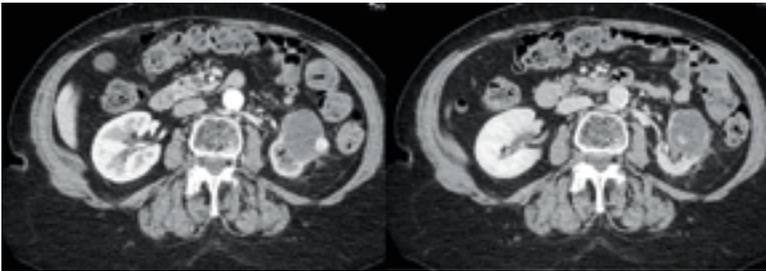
TAC di rivalutazione con evidenza di ulteriore risposta parziale di malattia
